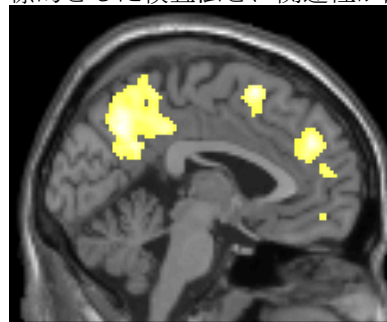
Negative correlation between PIB-PET and QPS-induced LTP-like synaptic plasticity.
